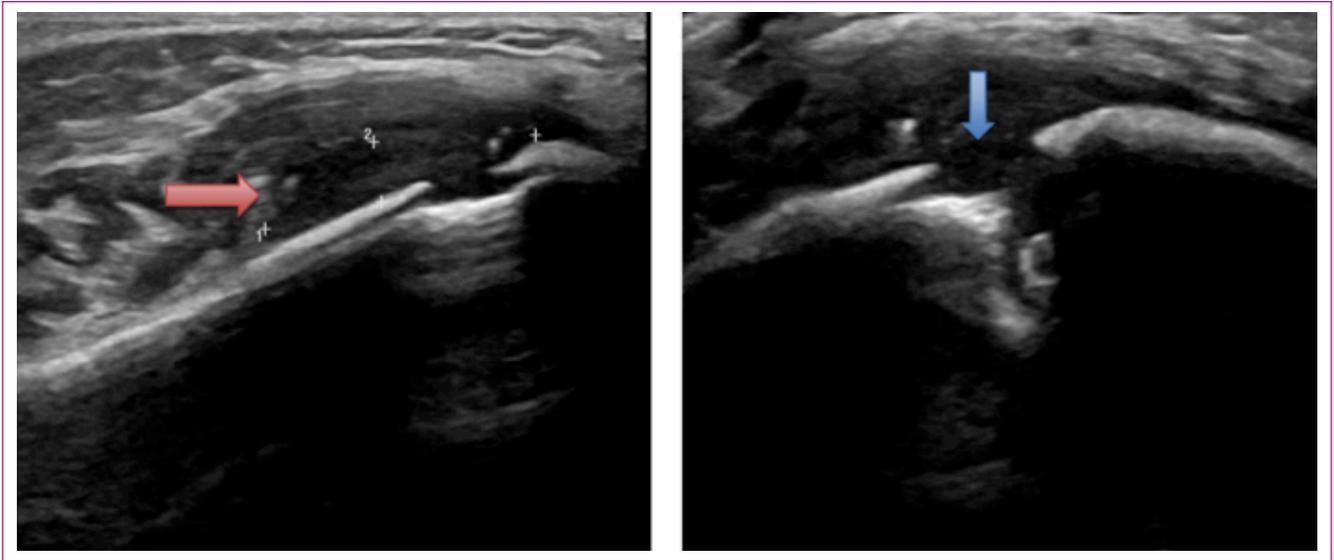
Ecografía del paciente a su llegada a urgencias. Flecha roja: colección laminar. Flecha azul: disrupción de la cortical.
